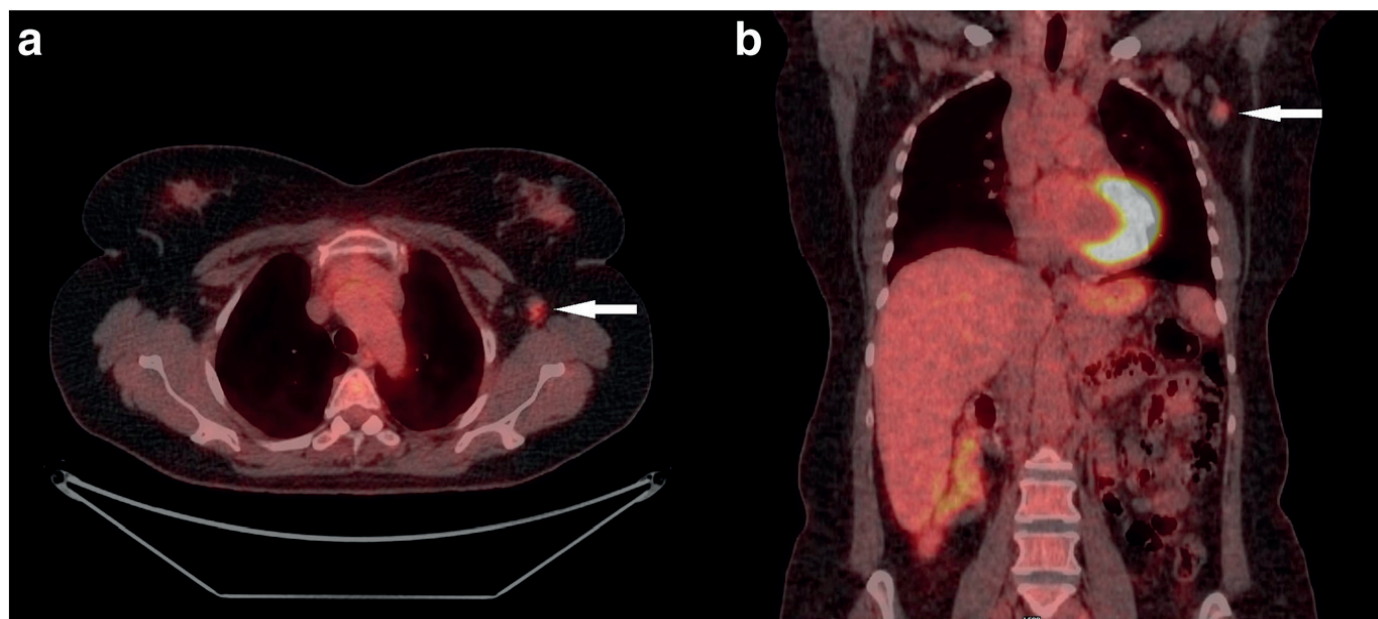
18F-ФДГ-ПЕТ/КТ пацієнта на інвазивний протоковий РМЗ з високим рівнем експресії HER2 (T1bN1M0) та метастазами в пахвові лімфатичні вузли зліва ($BSN_{\text{макс.}} = 5,7$).
